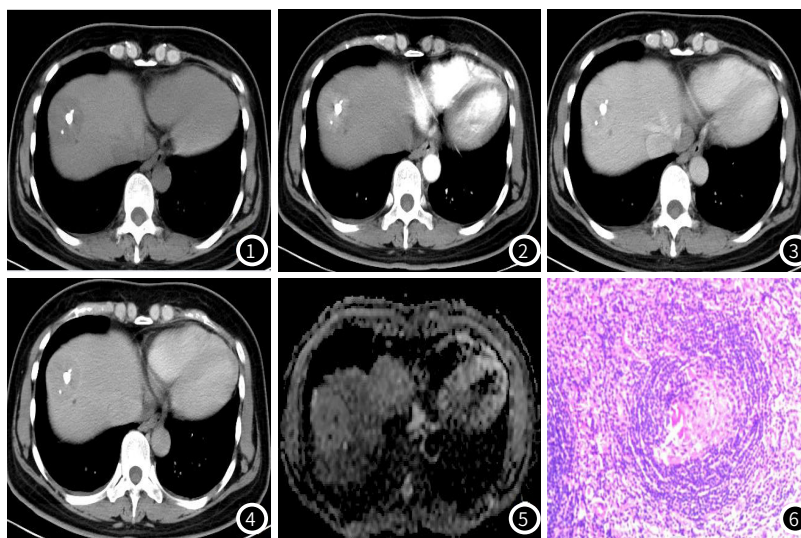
CT平扫肝S8段类圆形占位, 边界清晰, 其内斑片样钙化; 图2 增强扫描动脉期明显均匀强化; 图3 门脉期病灶进一步强化达峰值; 图4 延迟期病灶持续强化, 强化幅度略减低; 图5 ADC图病灶呈略高信号, 未见明显扩散受限; 图6 镜下见生发中心血管增生, 血管壁透明样变, 套区淋巴细胞增宽可呈同心层状(洋葱皮样)排列(H&E染色, ×100)。
